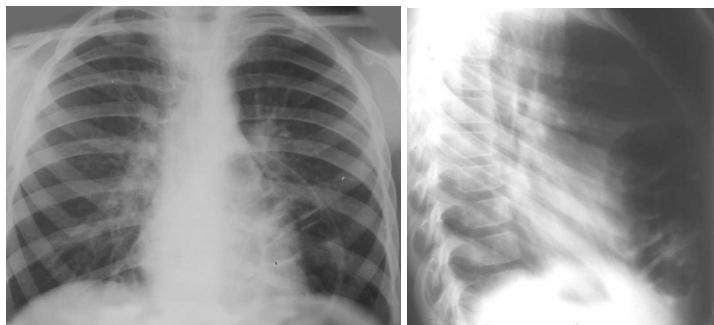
Обзорные рентгенограммы грудной клетки больного с передней диафрагмальной грыжей
